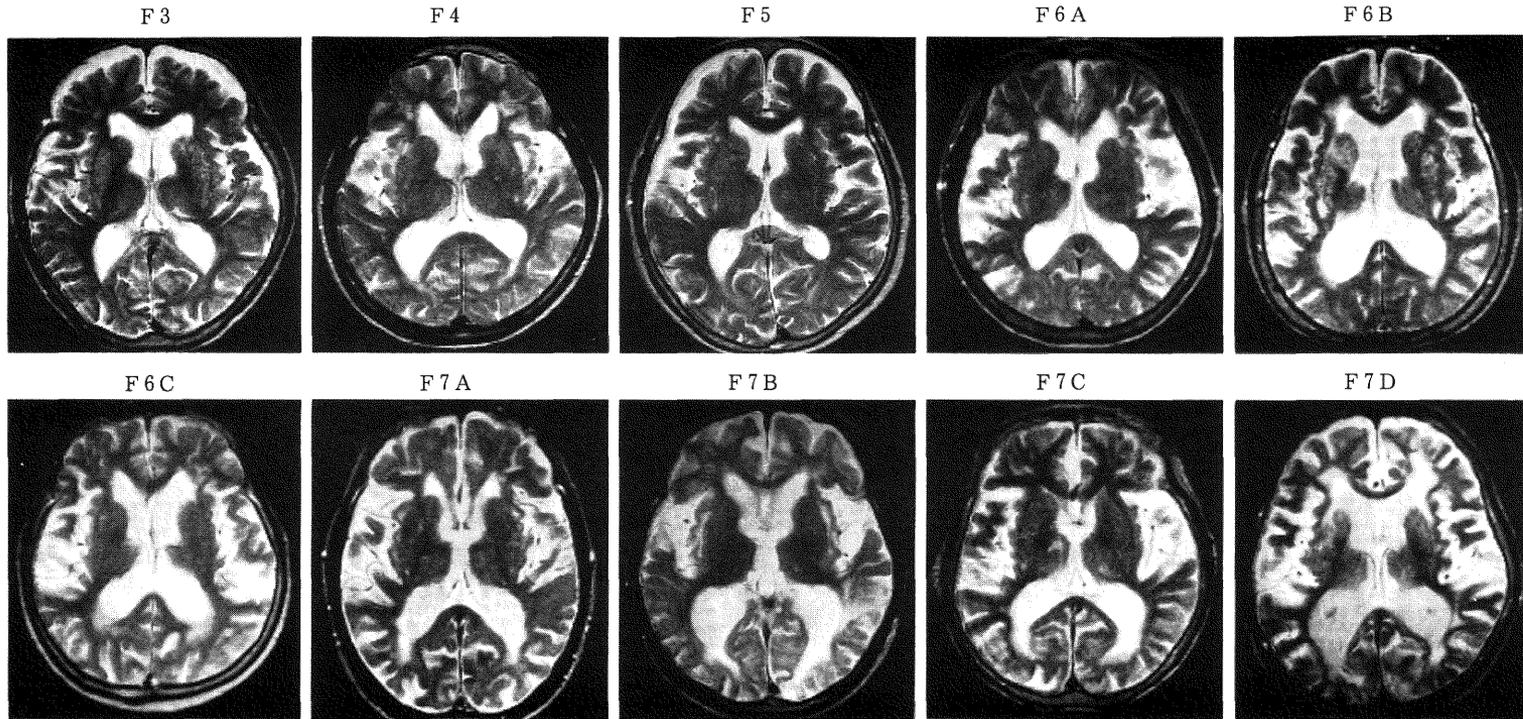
アルツハイマー型老年痴呆各病期の水平断 (MRI T2強調画像): F6A 以降で側頭葉萎縮と脳室拡大が認められる. しかしその後の経過は初老期型ほど拡大はない. 脳室周囲の PVH も限定的.
